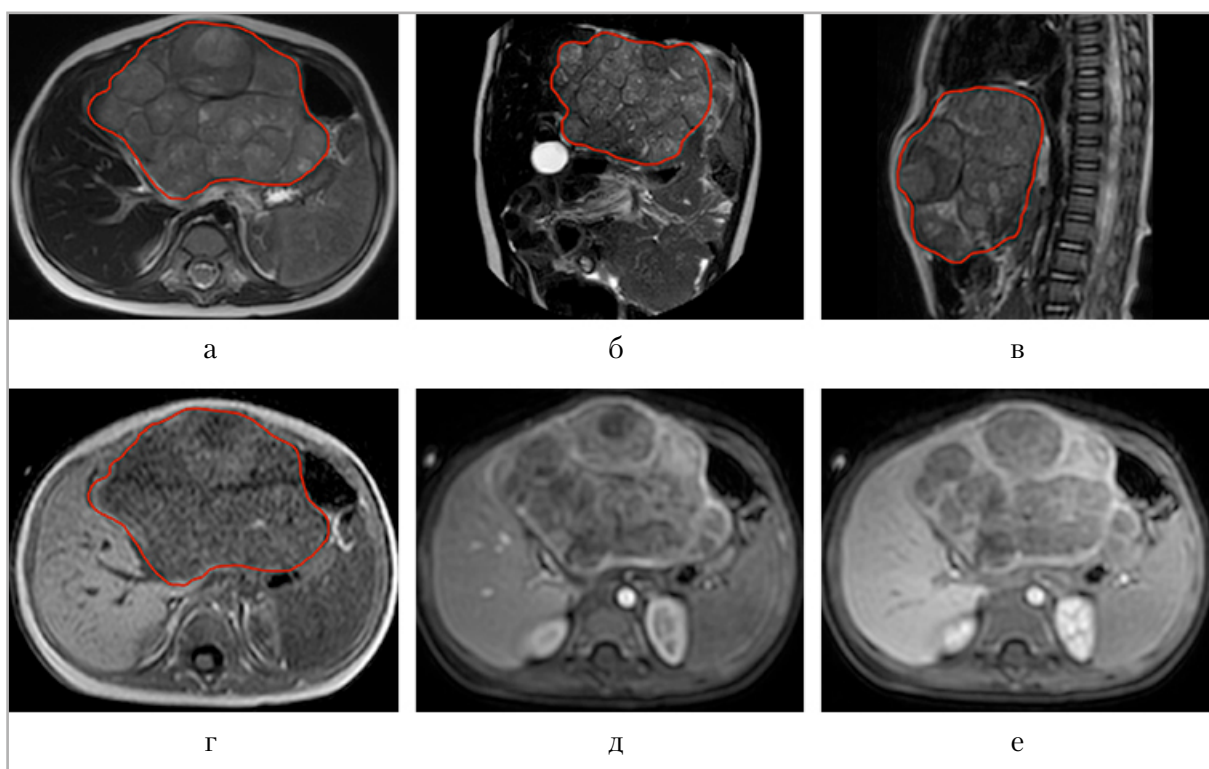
Магнитно-резонансные томограммы органов брюшной полости с гепатотропным контрастным препаратом: *а* — аксиальная, *б* — корональная, *в* — сагиттальная плоскости, T2-взвешенное изображение, неоднородное с повышенным МР-сигналом многоузловое объемное образование левой доли печени (красная линия); *г* — T1-взвешенное изображение, то же образование, гипоинтенсивно относительно неизменной паренхимы печени (красная линия); *д* — постконтрастное T1-взвешенное изображение, артериальная фаза, аксиальная плоскость, неоднородное накопление контрастного препарата образованием; *е* — постконтрастное T1-взвешенное изображение, отсроченная фаза на 6-й мин., аксиальная плоскость, сниженное контрастирование объемного образования, гипоинтенсивность МР-сигнала относительно нормальной паренхимы печени
